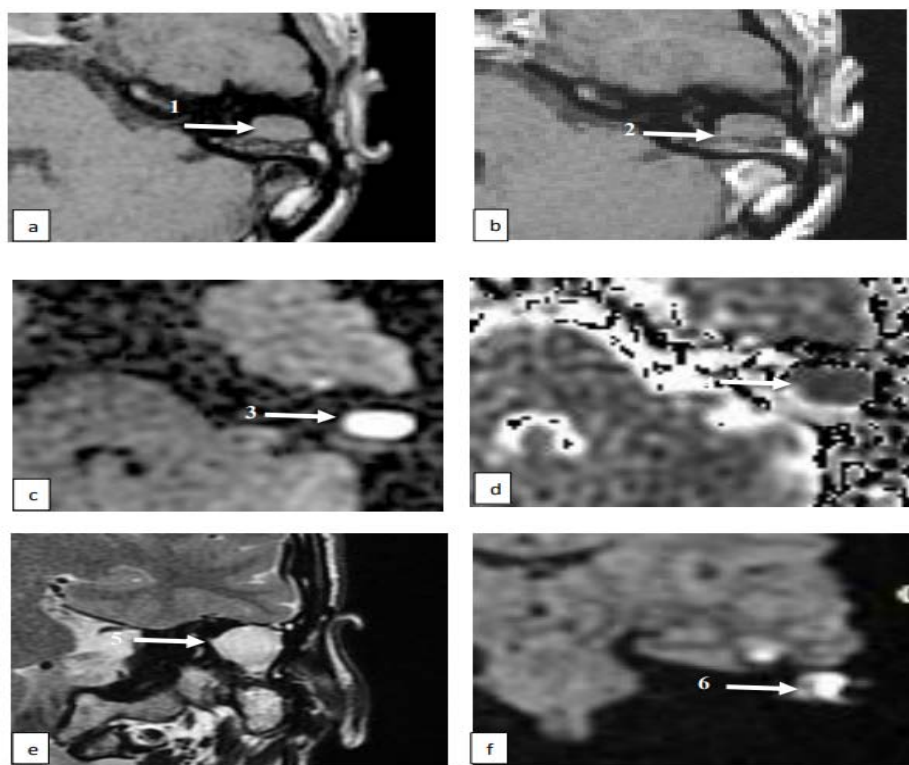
Aspect IRM d'un cholestéatome résiduel épitympanique(95)
